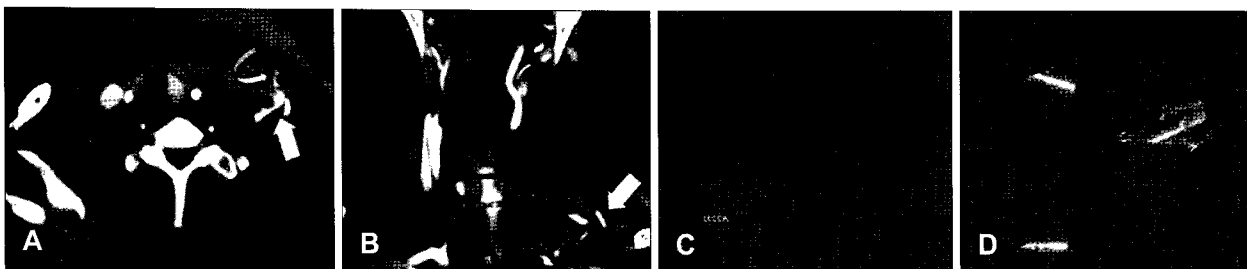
A case of neck penetrating foreign body injury in a 33-year-old man with a zone I wound at the factory. (A, B) Axial image (A) and coronal image (B) from computed tomography with contrast-enhance shows multiple foreign bodies (straight arrow) at posterior aspect of left sternocleidomastoid muscle with hematoma and linear enhancing lesion (curved arrow) suspicious of extravation. (C) 4-vessel angiography show patent left carotid artery without leakage of contrast media. (D) Three of foreign body (flying glass) was completely removed from neck penetrating injury site.
